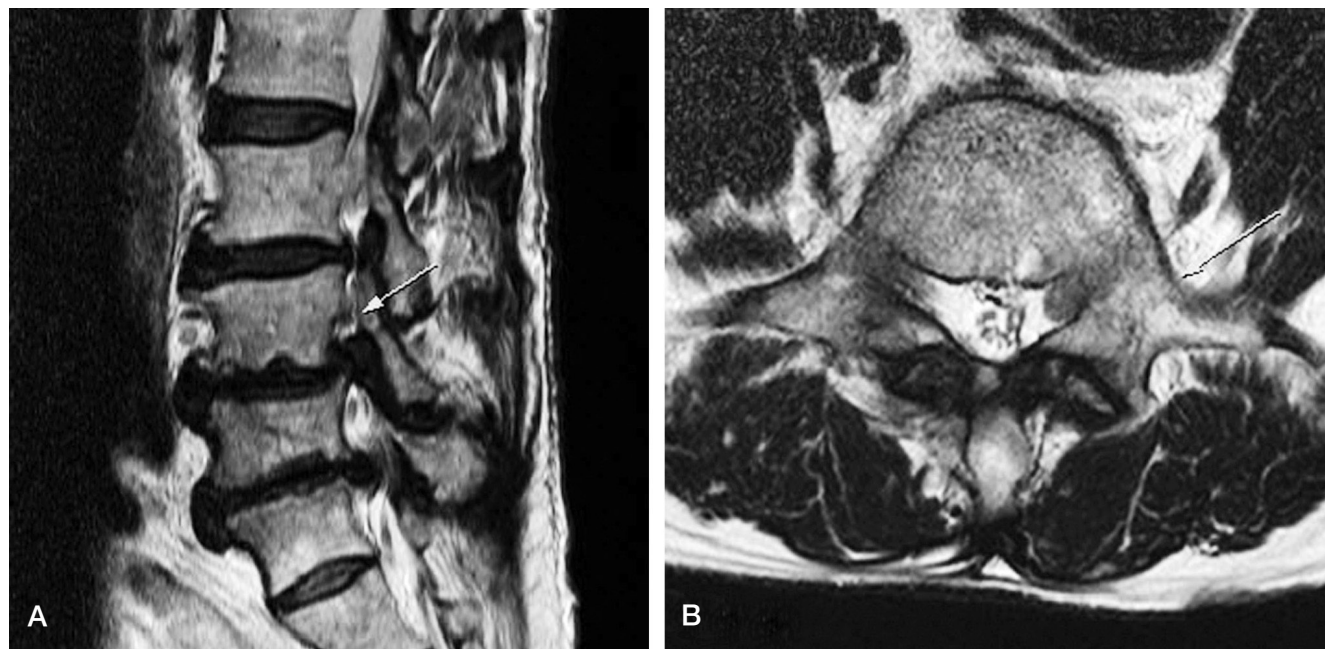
Imaging studies is obtained in a 56-year-old woman who presented with severe back & radicular pain on left lower extremity. Preoperative sagittal (A) and axial (B) T2 weighted MR image demonstrates a left L5-S1 foraminal stenosis (arrow).
